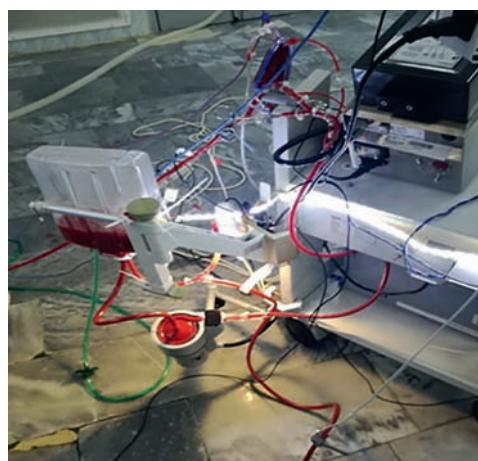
Перфузионный насос
